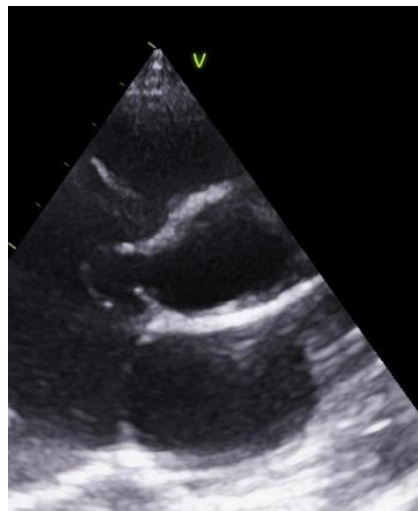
Ecocardiograma com aneurisma de seio de valsalva do folheto coronariano direito
